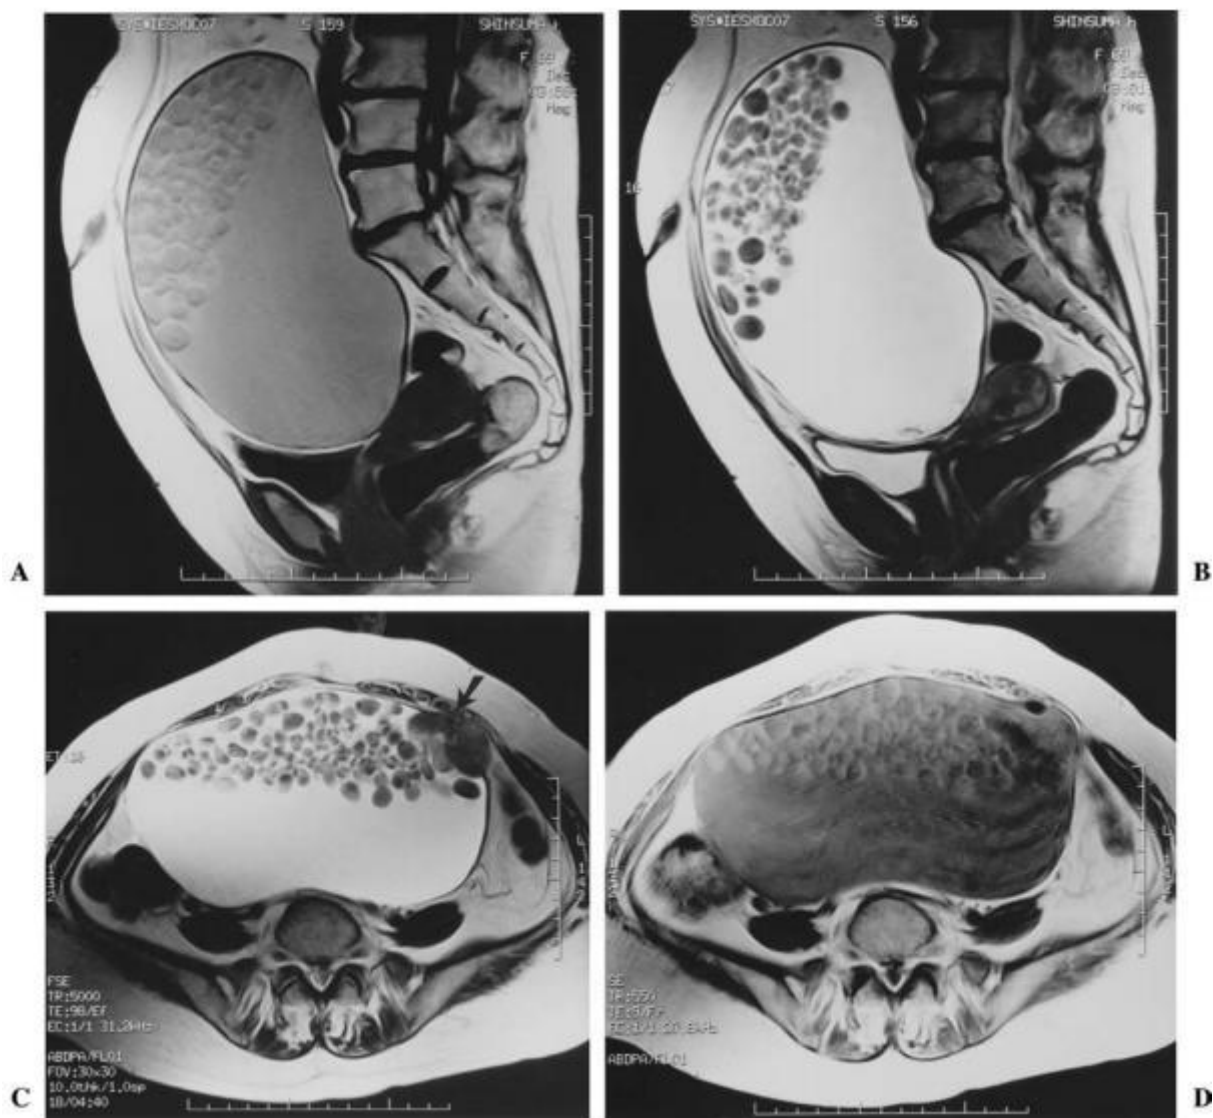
IRM pelvienne montrant une large tumeur contenant de la graisse avec une portion solide. A : coupe sagittale en temps T 1, B : coupe sagittale en temps T 2, C : coupe transaxiale en temps T 2, D : coupe transaxiale en temps T 1 [20]
